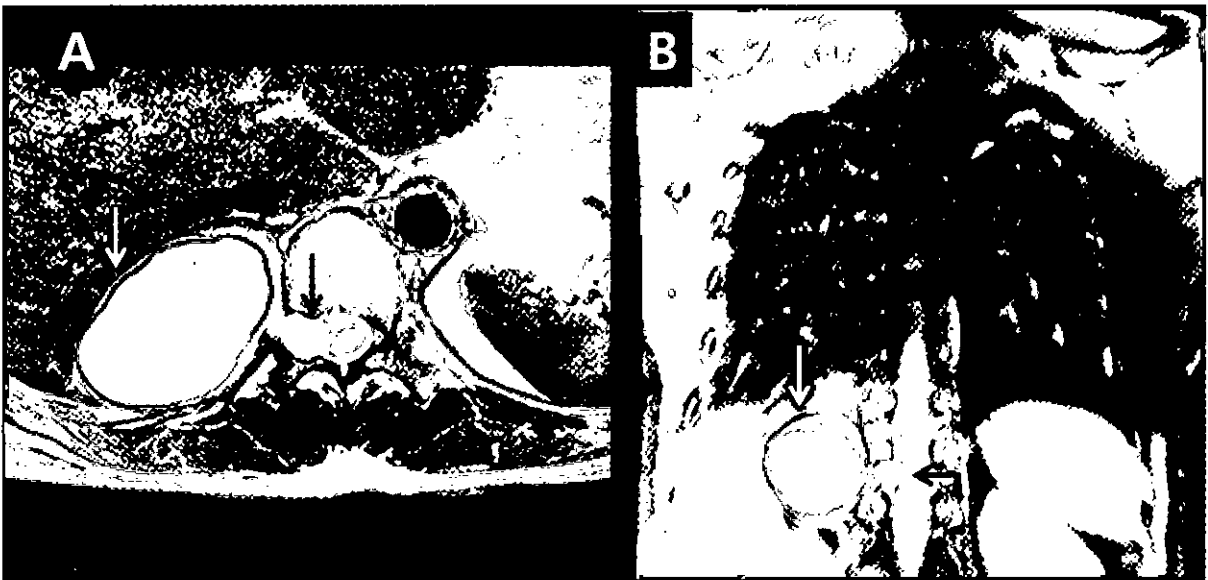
Axial (A) and coronal (B) magnetic resonance images show a mediastinal mass (white arrows) and an intraspinal mass (black arrows) between the T10 thoracic vertebra and T11.
